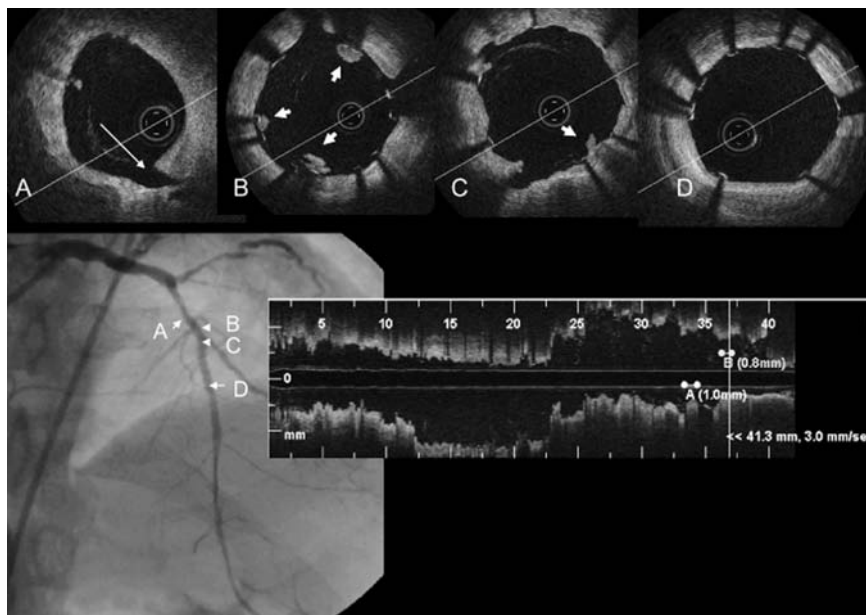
Immagini di tomografia a coerenza ottica ottenute dopo impianto di stent a rilascio di farmaco (lunghezza 23 mm), a livello dello stent e nei segmenti di riferimento. Sono state ottenute immagini ad alta risoluzione ed è stata evidenziata una dissezione a livello del margine prossimale (freccia nel pannello A), una trombosi con spessore di circa 200 μ nel tratto medio dello stent (freccie nei pannelli B e C) e delle maglie dello stent ben apposte nel segmento distale (pannello D).
